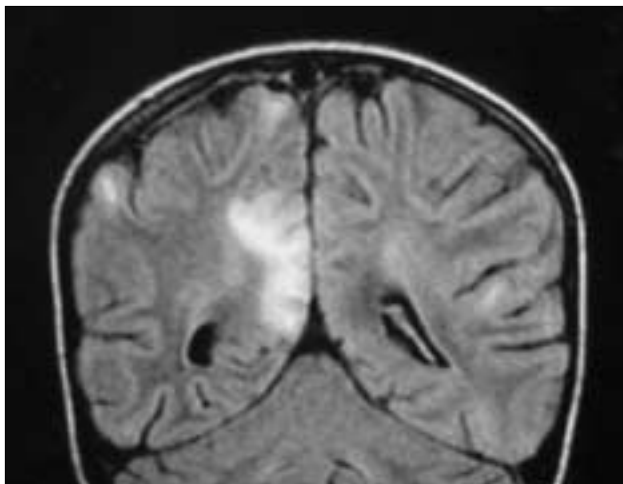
Disminución de la extensión de las áreas de hiperseñal en la RM cerebral.
